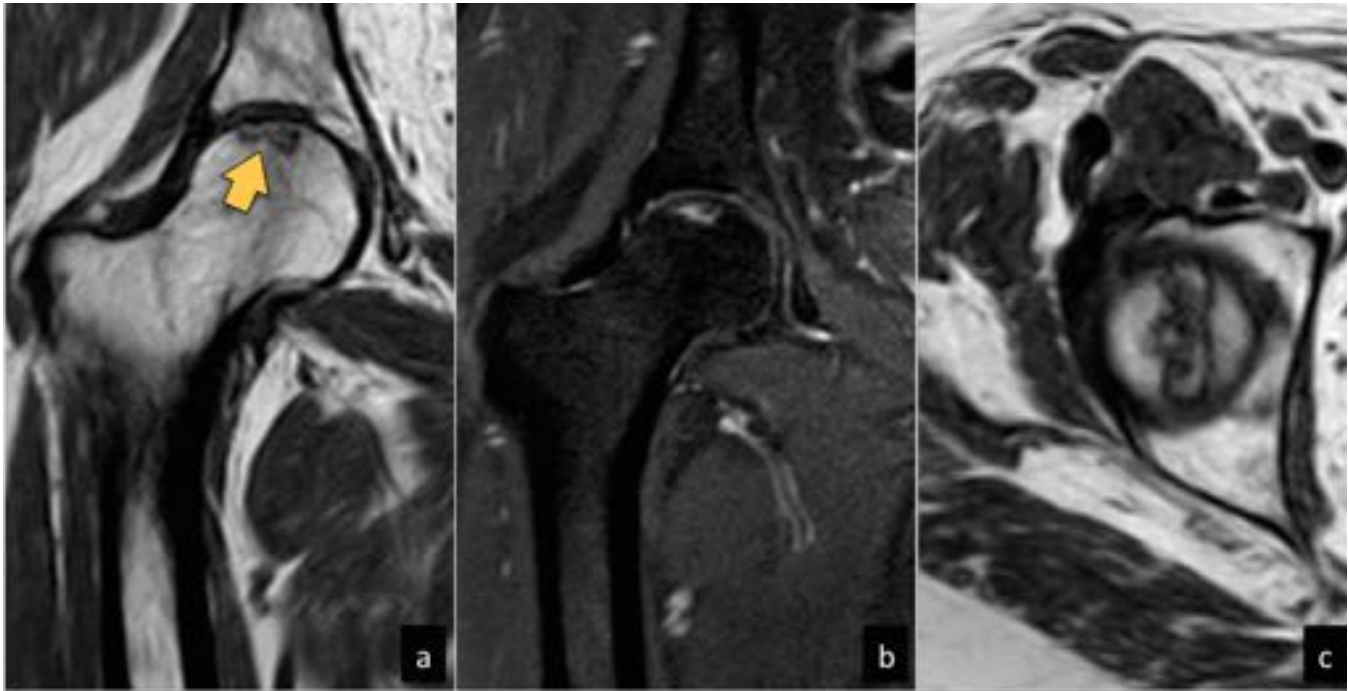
RM coronal T1 (a) y DP-supresión grasa (b) que demuestra un pequeño foco de necrosis avascular en región anterolateral de la cabeza femoral derecha, sin colapso subcondral asociado (flecha). En plano axial T1 (c) se observa el halo esclerótico con morfología serpiginosa típico de NAV.
